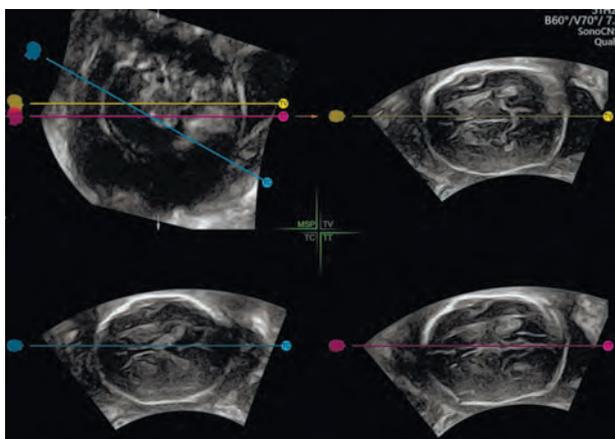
УЗИ. Получение различных плоскостей сканирования из объёмного изображения
